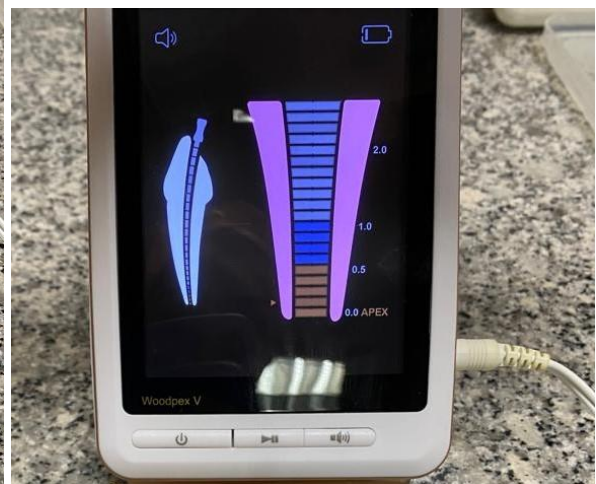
Medição do comprimento de trabalho eletrônico (CT EAL). Introdução gradual da lima até ao ponto "APEX".
